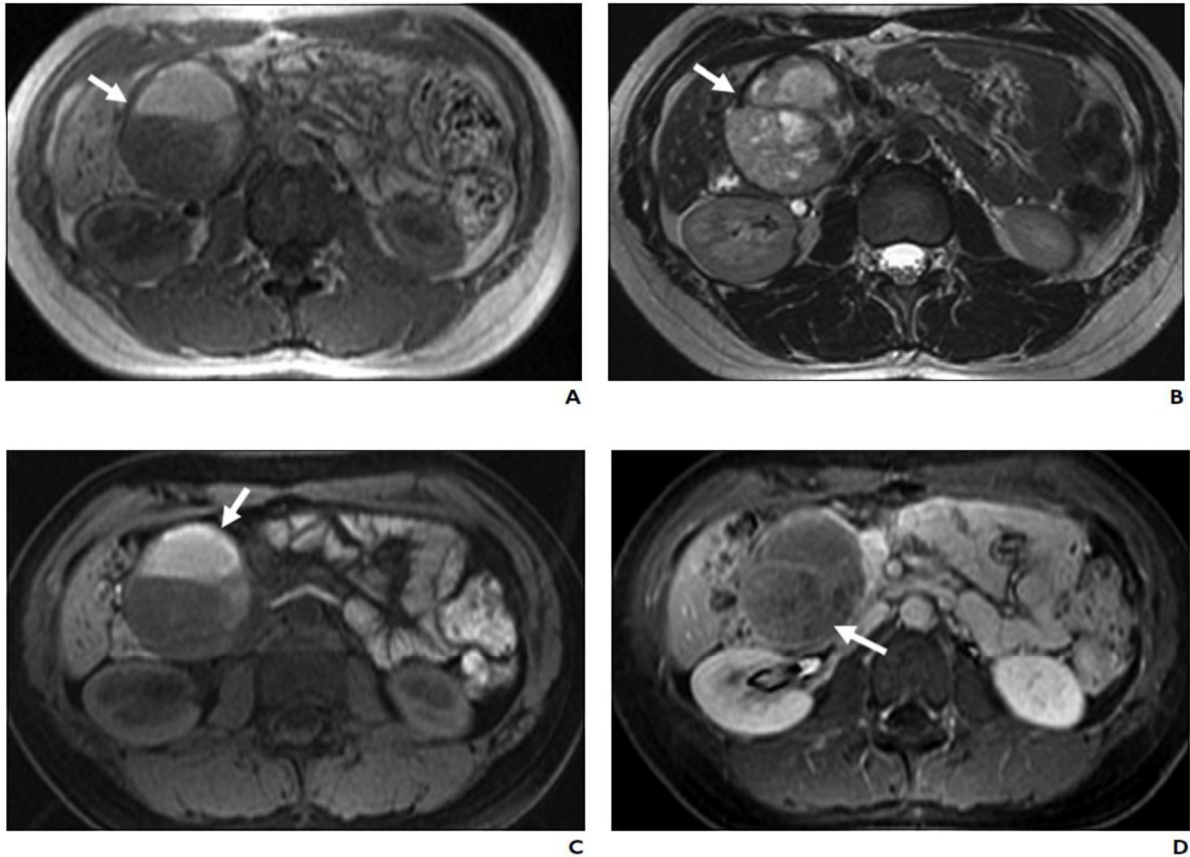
Aspect d'une tumeur pseudopapillaire et solide du pancréas sur l'IRM sur les séquences T1(A, C et D) et T2(B)
